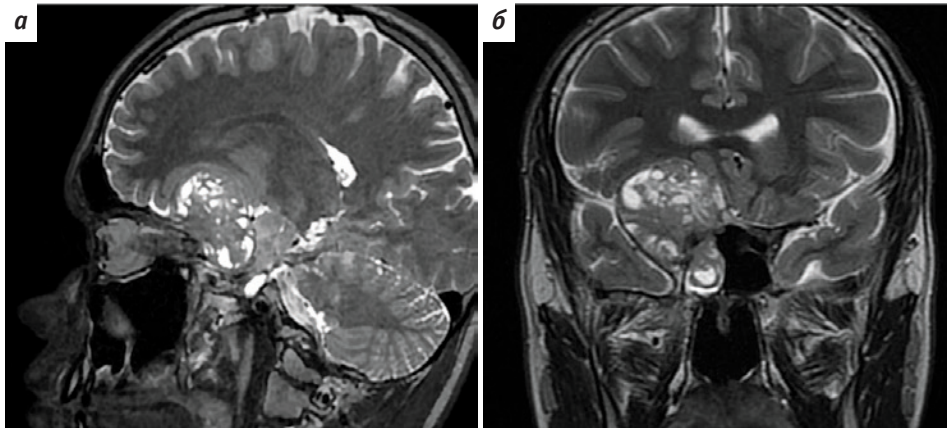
Магнитно-резонансная томография головного мозга пациента М. в сагиттальной (а) и фронтальной (б) проекциях (Т2-режим) перед хирургическим удалением новообразования. Медиальнее правой височной доли головного мозга определяется солидное образование с распространением на клиновидную пазуху
